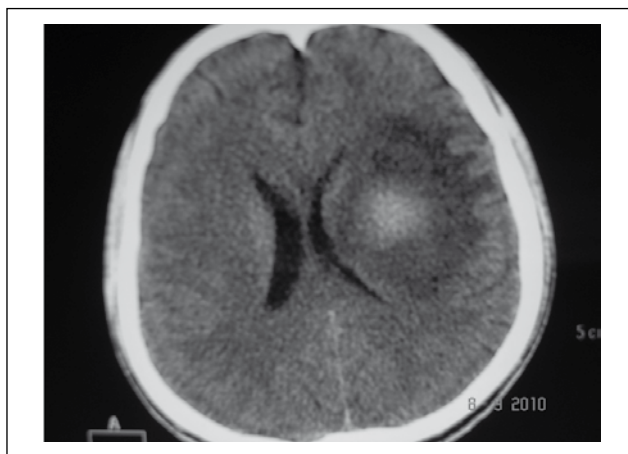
КТ-грамма пациента У-ва на 10-е сутки лечения L-лизином эсцинатом
